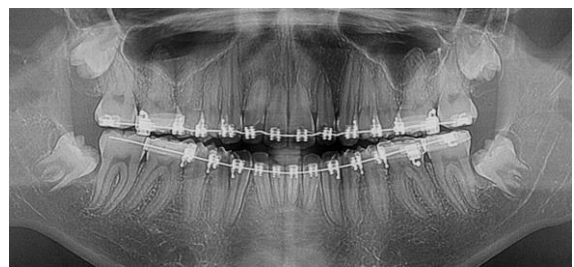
Radiografia panorâmica evidenciando a reabsorção severa (grau 3) ocorrida nos incisivos centrais superiores e também presente, em menor intensidade, nos incisivos laterais superiores e arredondamento apical nos incisivos inferiores, somente com forças liberadas pela mecânica de alinhamento e nivelamento. Fase de finalização.
